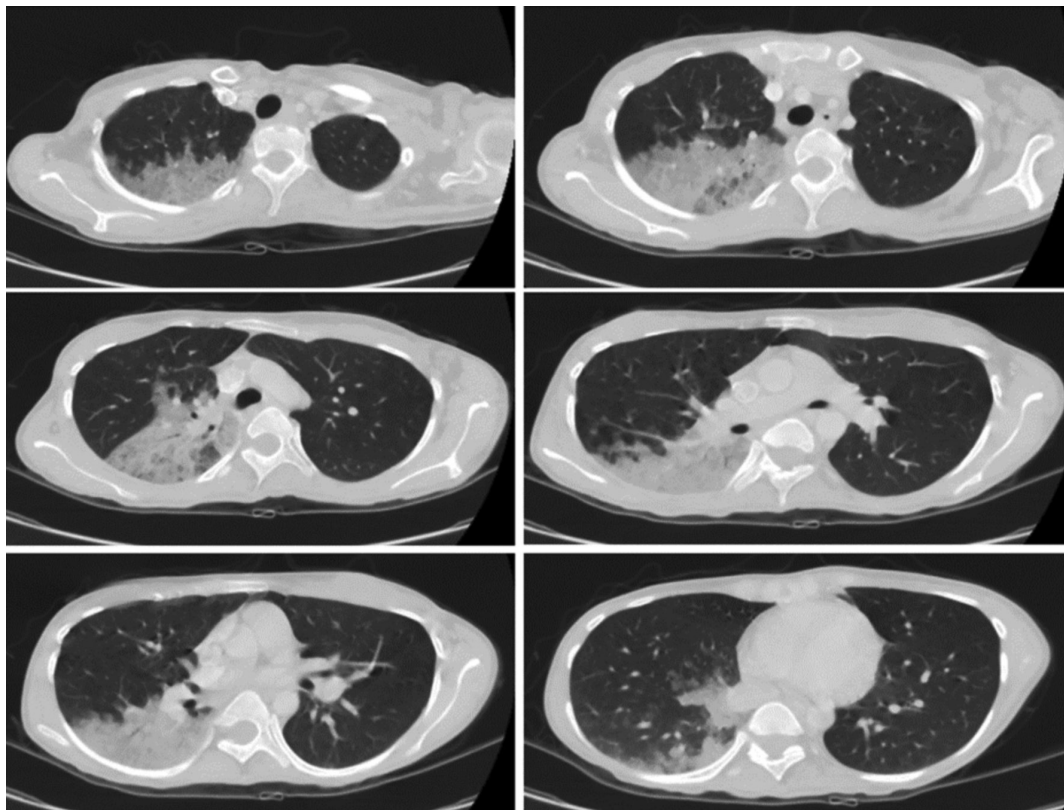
Thoracic computed tomography images obtained at the control visit
